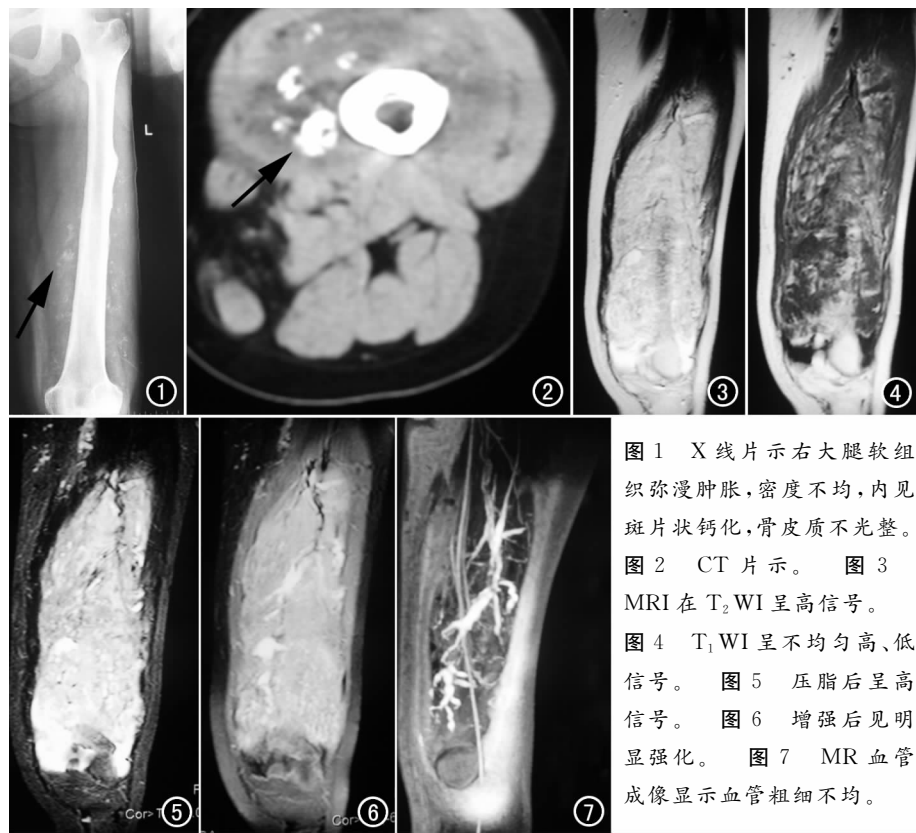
X 线片示右大腿软组织弥漫肿胀, 密度不均, 内见斑片状钙化, 骨皮质不光整。图 2 CT 片示。图 3 MRI 在 T₂ WI 呈高信号。图 4 T₁ WI 呈不均匀高、低信号。图 5 压脂后呈高信号。图 6 增强后见明显强化。图 7 MR 血管成像显示血管粗细不均。
